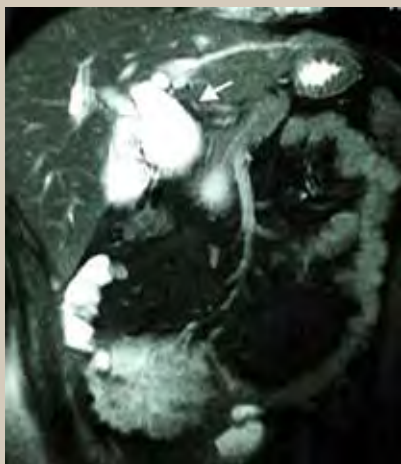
Resonancia magnética en secuencia FIESTA reconstruida en plano coronal donde se corrobora una imagen sacular hiperintensa adyacente a la vesícula biliar que depende del conducto colédoco, el cual se encuentra tortuoso y dilatado.
